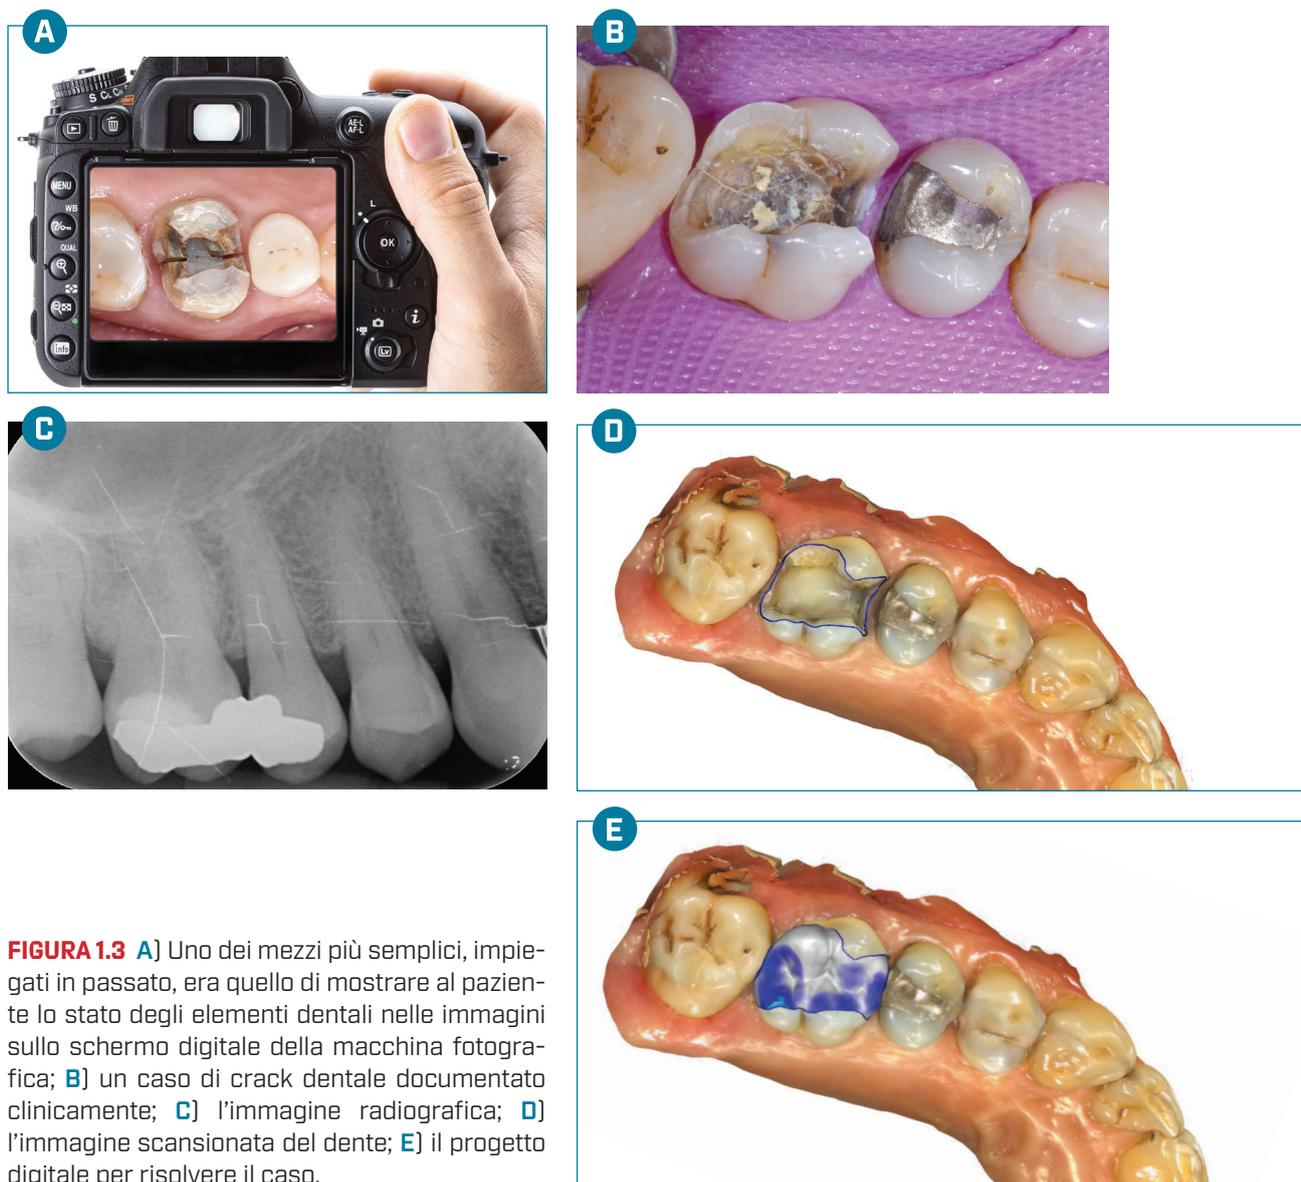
A) Uno dei mezzi più semplici, impiegati in passato, era quello di mostrare al paziente lo stato degli elementi dentali nelle immagini sullo schermo digitale della macchina fotografica; B) un caso di crack dentale documentato clinicamente; C) l'immagine radiografica; D) l'immagine scansionata del dente; E) il progetto digitale per risolvere il caso.
